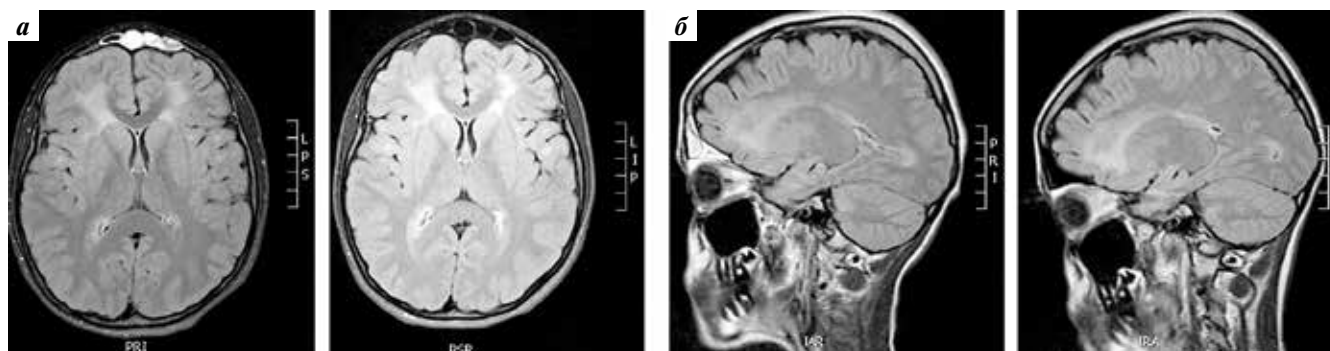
Результаты магнитно-резонансной томографии головного мозга пациентки С.: а — апрель 2019 г.; б — март 2020 г.
